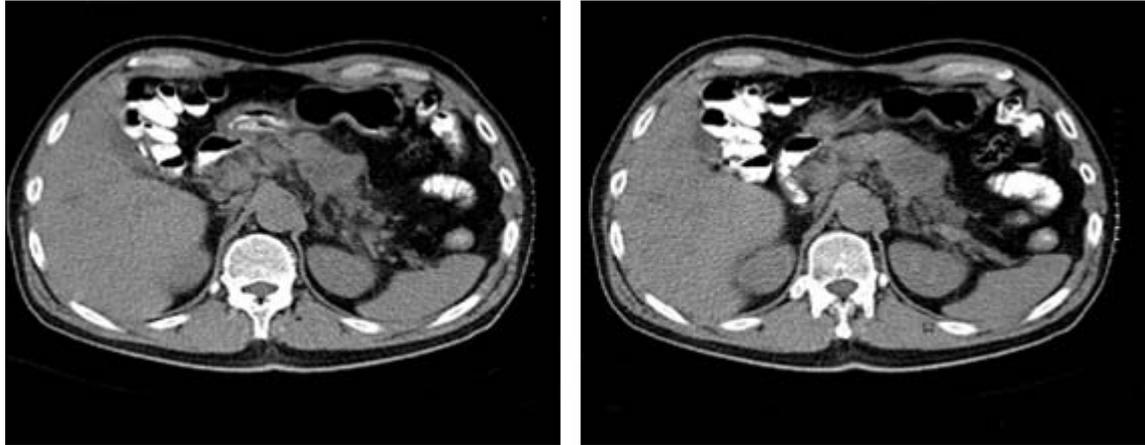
Tomografía axial computarizada de abdomen contrastada.
